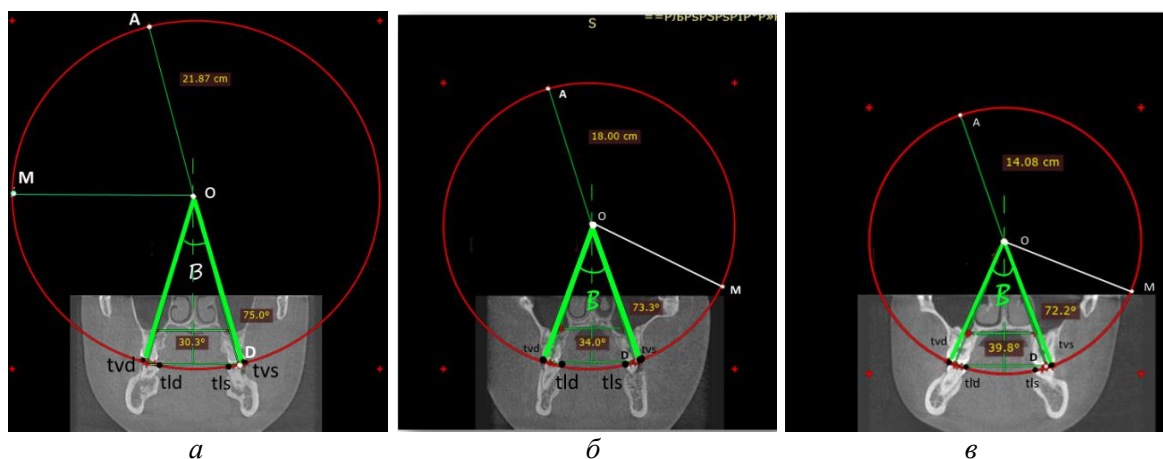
Сравнительный аспект показателей угла β на томограммах головы в аксиальной проекции пациентов, имеющих: брахигнатический (а); мезогнатический (б) и долихогнатический тип строения (в) лицевого скелета
